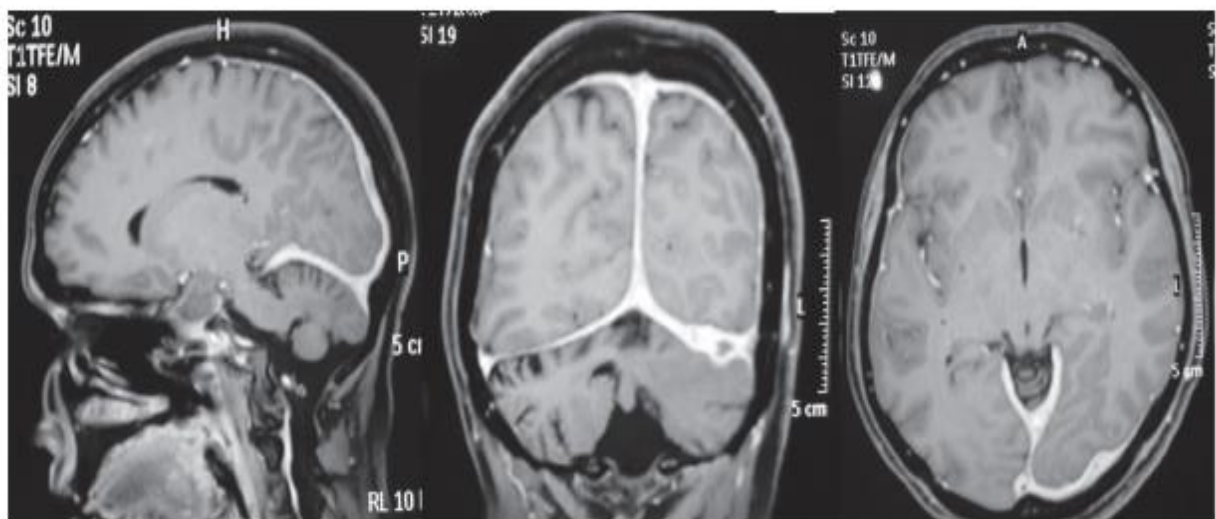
[81] IRM cérébral après injection de produit de contraste chez une femme âgée de 40 ans ; Des coupes sagittales, coronale et transversale montrant un épaississement diffus de la dure-mère avec un renforcement du contraste.
